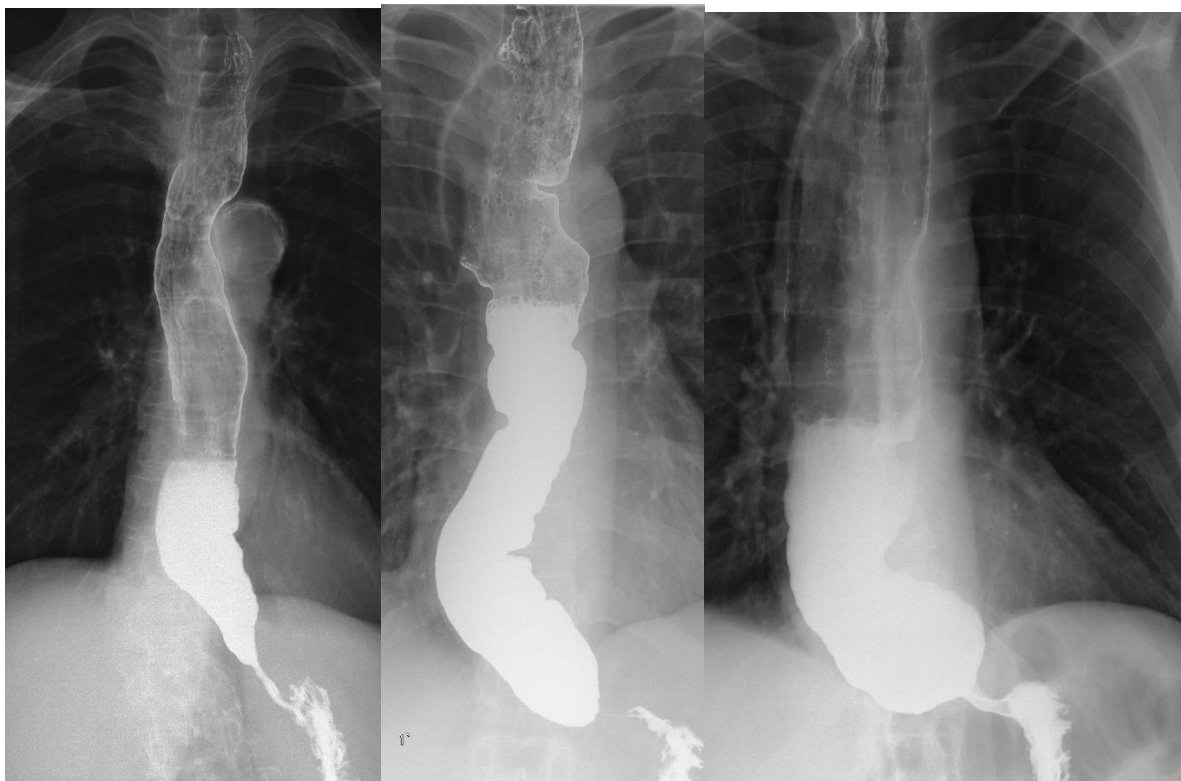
Рентгенологические стадии ахалазии: А – I стадия, Б – II стадия, В - III стадия (пояснения в тексте).
